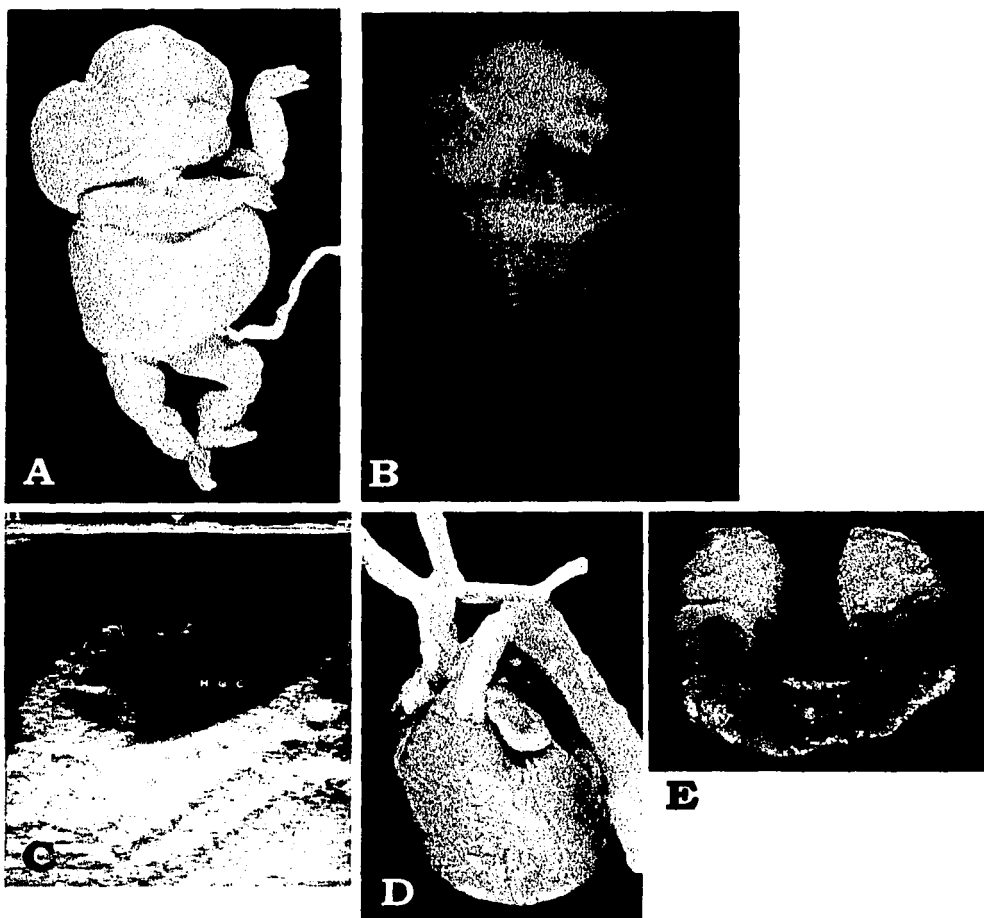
Malformaciones fetales del tipo 11: Femenino de 14 semanas con fenotipo sugestivo de Síndrome de Turner. A. Aspecto externo del feto. B. Estudio radiológico postmortem; nótese en ambas, el edema generalizado y el enorme higroma cervical. C. Estudio ultrasonográfico postmortem mostrando el higroma cervical. D. Aspecto externo del corazón mostrando la hipoplasia segmentaria del arco aórtico. E. Aspecto externo del riñón "en herradura" que presentaba.
